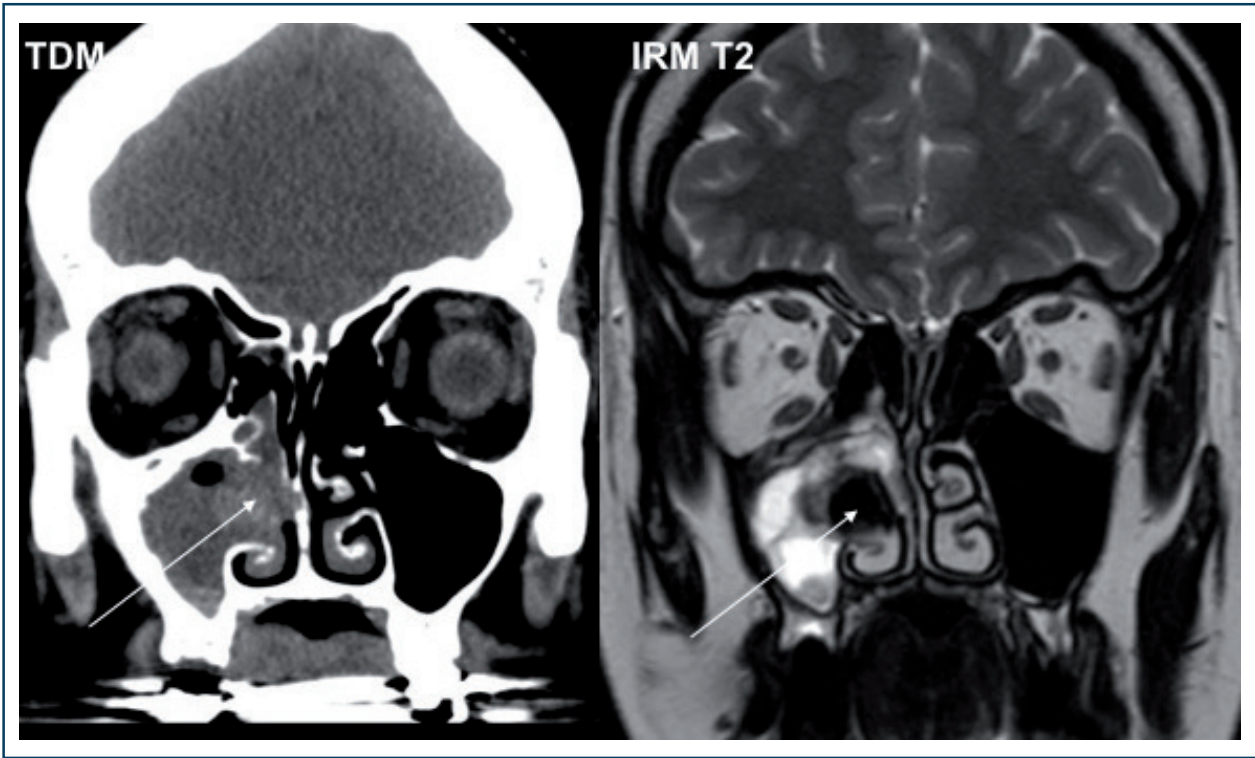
Aspergillome maxillaire (TDM/IRM).
